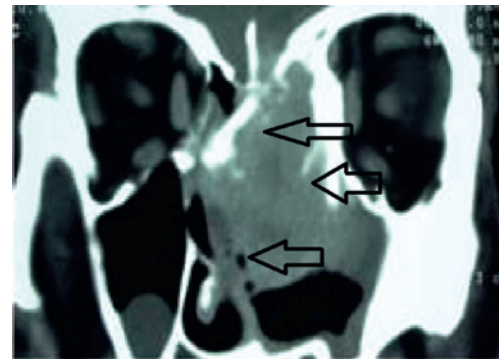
Фрагменты компьютерной томограммы полости носа и ОНП больного У.
